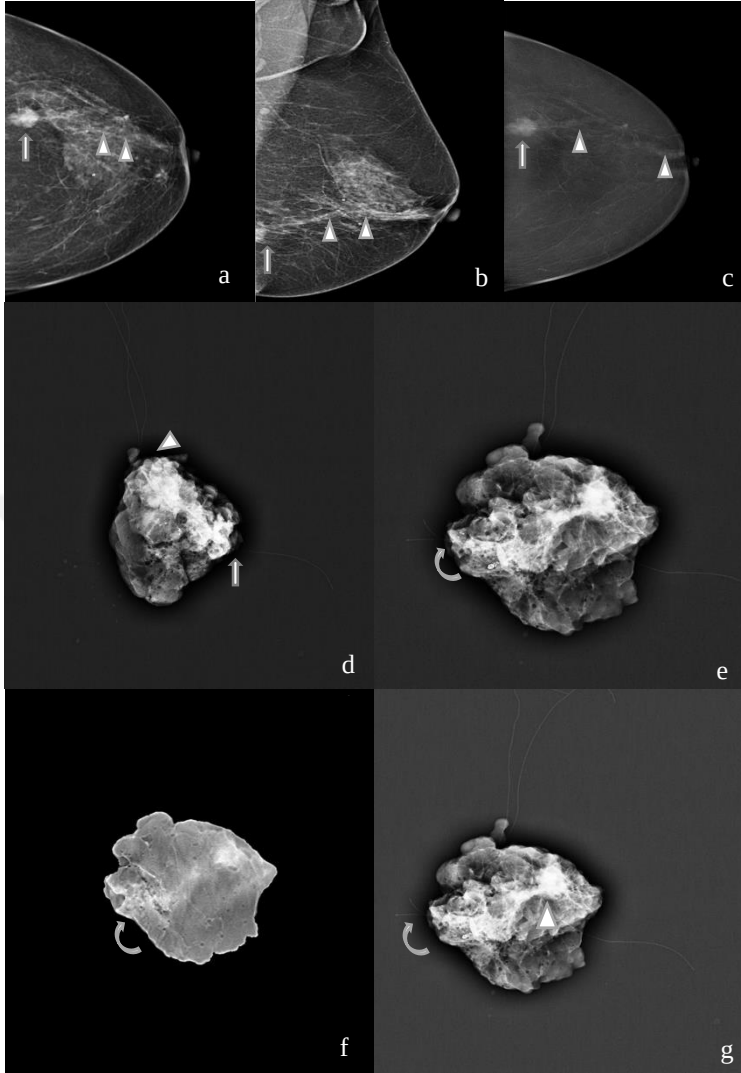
46 yaşında kadın hastada sağ kraniokaudal (CC) ve sağ mediolateral oblik (MLO) mamogramlarda üst dış kadranda spiküle kitle (ok) mevcut (a,b). Kitle iğne-tel sistemi ile işaretlendi ve telin konumu doğrulandı (c,d). Spesmen iki yönlü radyografisi (e,f) ve tomosentez (g) görüntülerinde kitlenin negatif cerrahi sınır ile çıkartıldığı izleniyor. İki uzun iplik (ok) lateral cerrahi sınırı, tek uzun iplik (ok başı) anterior
